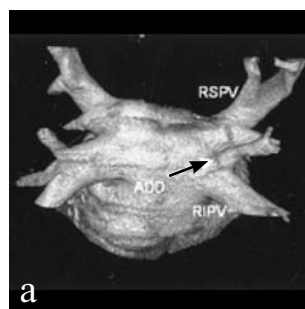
Добавочная правая легочная вена (стрелка) выявленная при МСКТ (а) и трансторакальной ЭхоКГ (b). Общее устье (двойная стрелка) левой легочной вены, выявленное при МСКТ (c) и трансторакальной ЭхоКГ (d).
